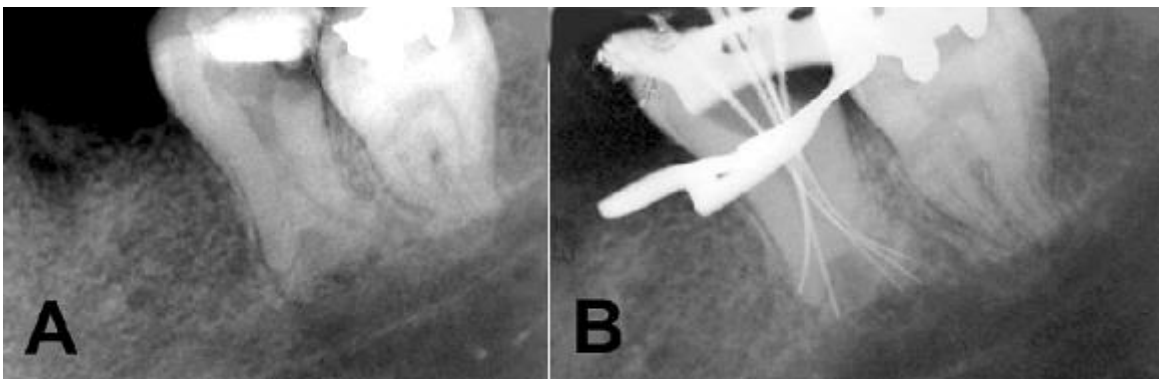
Radiographies rétroalvéolaires d'une 37 hypertaurodontique possédant 5 canaux et présentant des courbures apicales (140).
